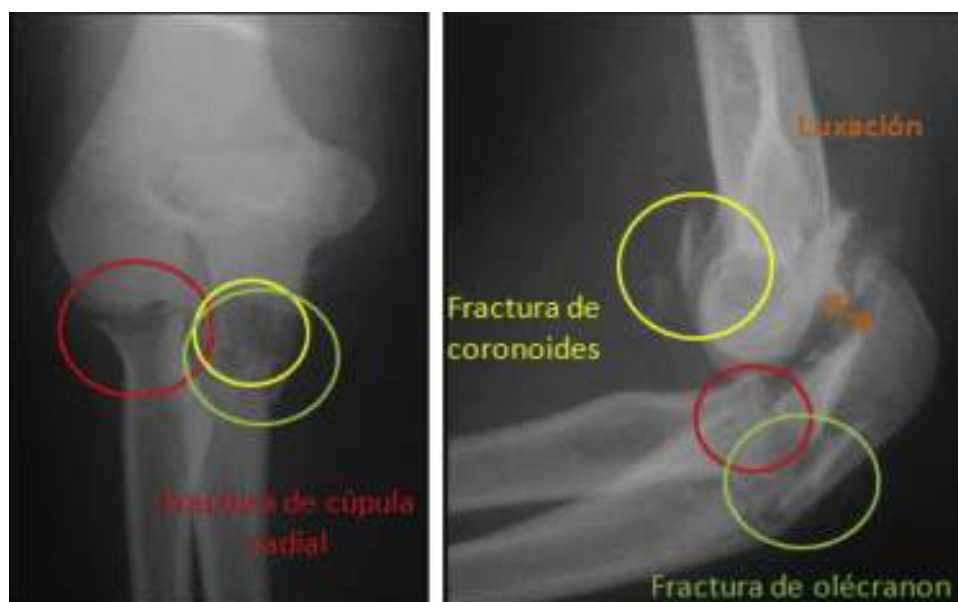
Radiografía frente y perfil de codo derecho donde está presente la fractura de olécranon, cúpula radial y coronoides asociado a luxación.
